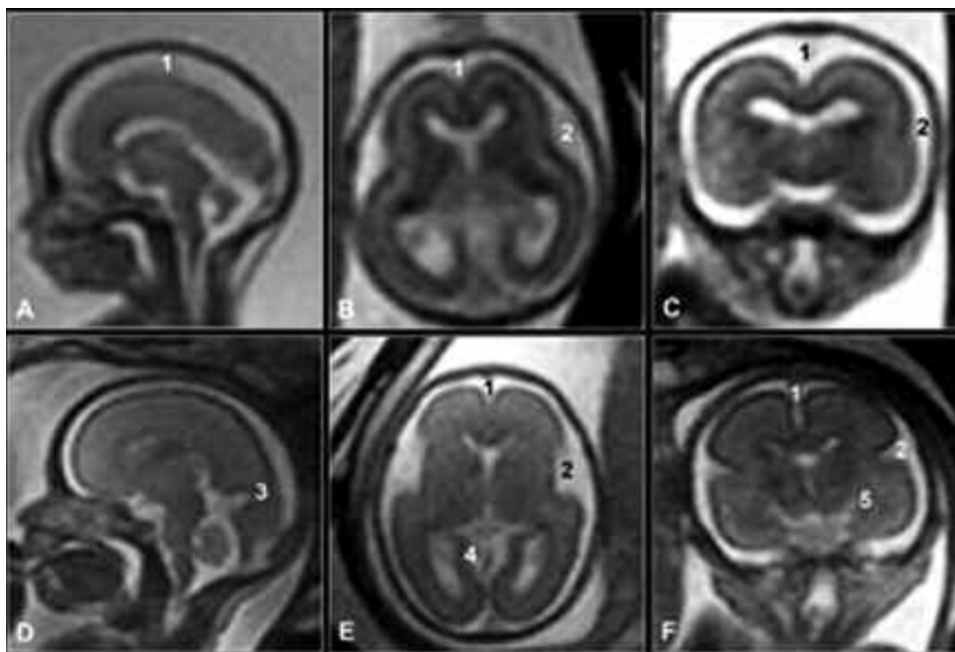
RMN fetal. Cortes de cabeza fetal en semana 20: sagital (a), axial (b) y coronal (c). Cortes de cabeza fetal en semana 25: sagital (d), axial (e) y coronal (f). Se observa cisura interhemisférica (1), Silvio (2), parietooccipital (3), calcarina (4) e hipocámpica (5). (79)
